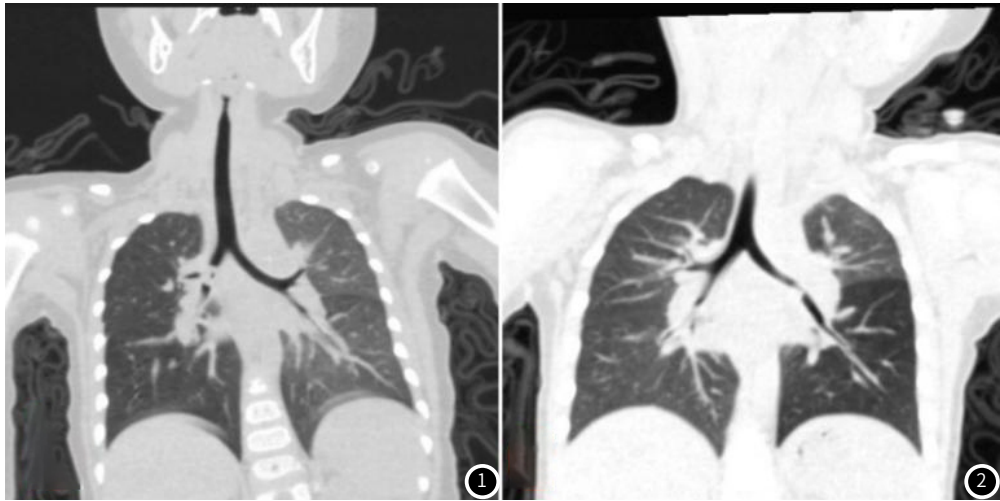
患儿男，1岁11个月，多层螺旋CT检出右主支异物，碎花生米。
